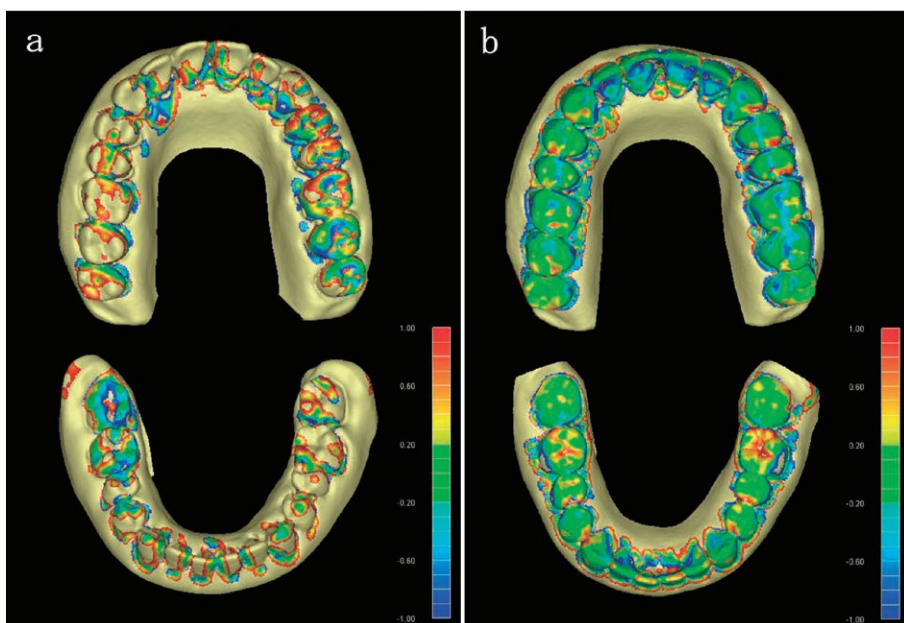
Color-coded errors on the surfaces of the study models in comparison with the surface renderings of cone-beam computed tomographic (CBCT) images of the jaws of the X-Ray phantom. Green areas indicate the errors between  $-0.20$  mm and  $+0.20$  mm. a: A CBCT image at a voxel size of 0.40 mm. b: The same CBCT image at a voxel size of 0.25 mm.
